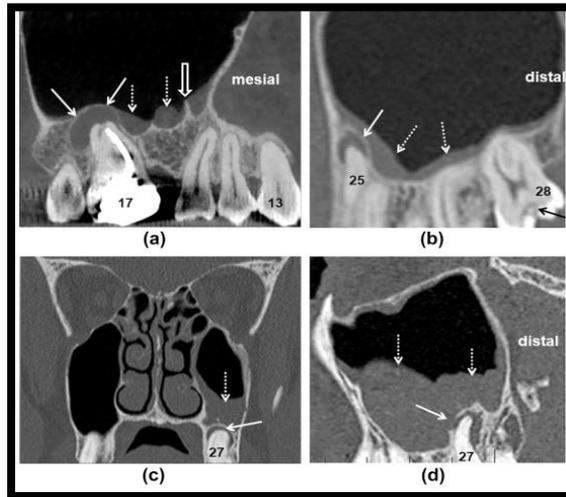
Engrosamiento de la mucosa en el aspecto inferior del seno maxilar en respuesta a PIL. Reconstrucción sagital oblicua del maxilar derecho a partir de una exploración CBCT (a). Hay un PIL de 10 mm (flechas blancas) asociado con el segundo molar superior derecho (17). Dado el tamaño de la lesión y su margen corticado, probablemente representa un quiste radicular apical. Reconstrucción sagital oblicua a partir de TC multidetector del maxilar izquierdo (b). Se observa una lesión periapical en el segundo premolar superior izquierdo (25) Reconstrucciones coronal (c) y sagital (d) muestra una PIL de 7 mm asociada con el segundo molar superior izquierdo (27) no vital. La reconstrucción sagital (d) demuestra elevación focal y una pequeña perforación del suelo sinusal a la altura del diente 27 (flecha blanca). ¹¹
